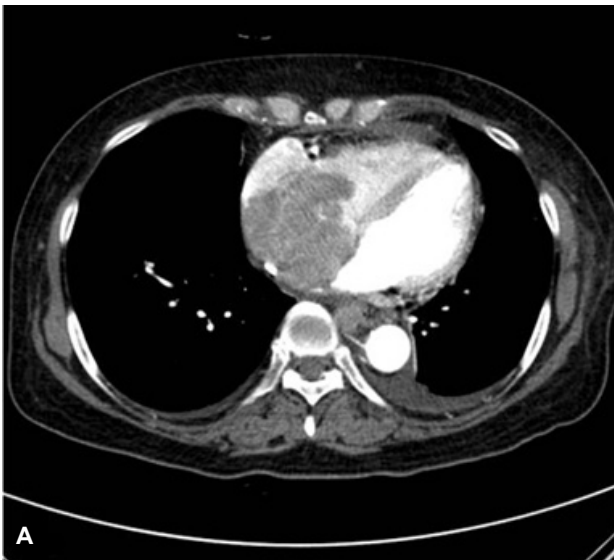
(A) A computed tomography image shows a huge RA mass. (B) Multiple hypervascular hepatic masses were clearly demonstrated with dynamic liver computed tomography. Tumor infiltration in the inferior vena cava (*) and ascites were also observed.
